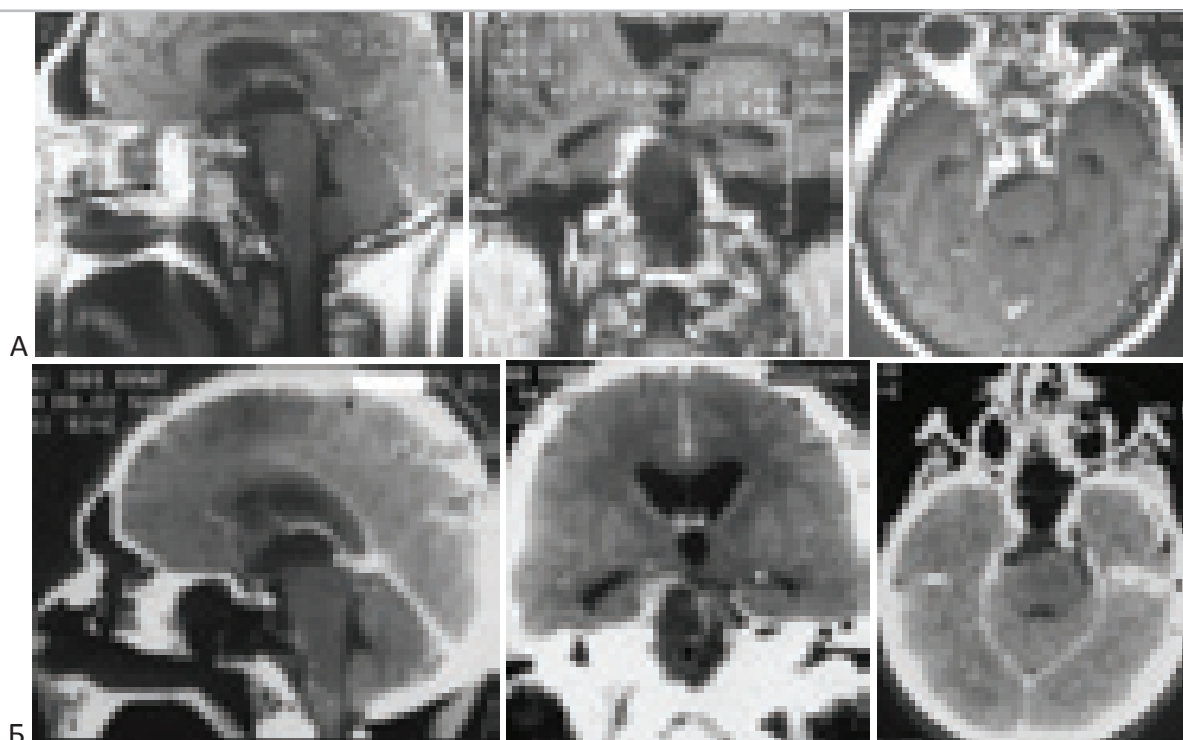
Контрольные МРТ и СКТ на 14 сутки после операции – эндоскопическое трансназальное удаление гигантской хордомы основания черепа. Больной К., 44 года. “А” – МРТ (T1-взвешенные) с контрастным усилением. Фрагмент жировой ткани в полости основной пазухи показан чёрной стрелкой. “Б” – СКТ с контрастом. Небольшой остаток опухоли в области правого кавернозного синуса. Устранена компрессия стволовых структур. Регресс окклюзионной гидроцефалии.
